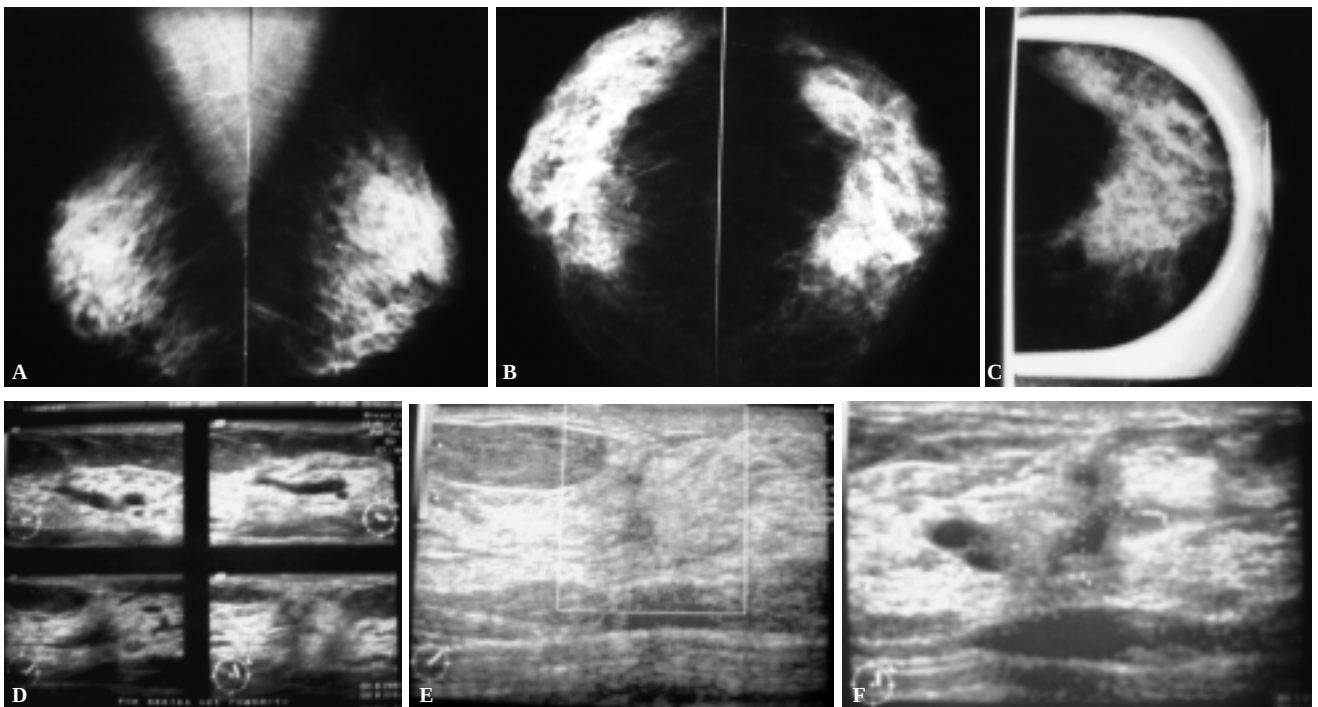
(A y B) Mamas de tipo fibroglandular con mayor densidad para la edad y distorsión de la arquitectura asociada a una densidad nodular en CSE izquierdo. (C) En proyección adicional se identifica persistencia de la alteración en la densidad de aspecto especulado. (E y F) En USG complementario se muestra datos de Ectasia ductal de 3 mm, cercano al pezón y en relación con la distorsión referida en el radio 2/3 de la mama izquierda se identifica zona de ecogenicidad heterogénea que mide 10 x 11mm de predominio hipoeicoico sin presencia de señal doppler, con sombra posterior. Se sugiere seguimiento mastográfico y ecográfico en seis meses.
